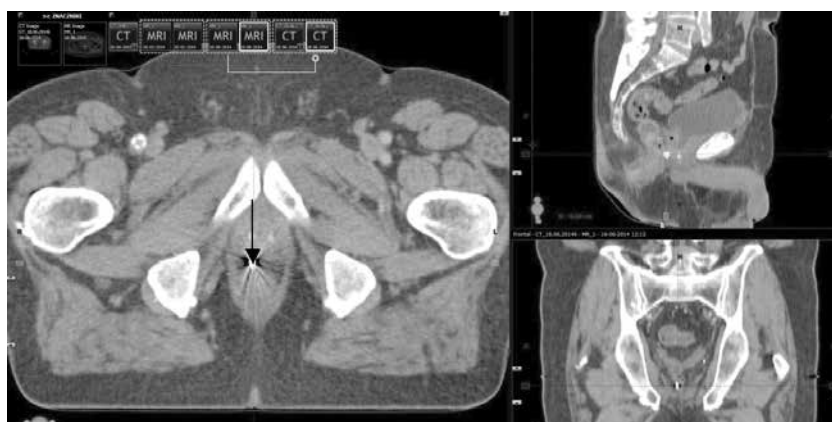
Pacjent nr 1. Tomografia komputerowa miednicy w trzech wymiarach i trójwymiarowa rekonstrukcja ciała pacjenta z zaznaczoną pozycją prostaty. Ziarno śródtkankowe w ścianie odbytnicy — mała strzałka
